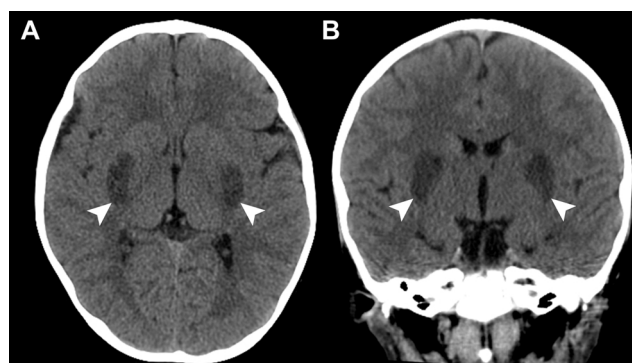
Imágenes de TC sin contraste axial (A) y coronal (B) que muestran hipodensidades simétricas bilaterales en los ganglios basales (puntas de flecha).
